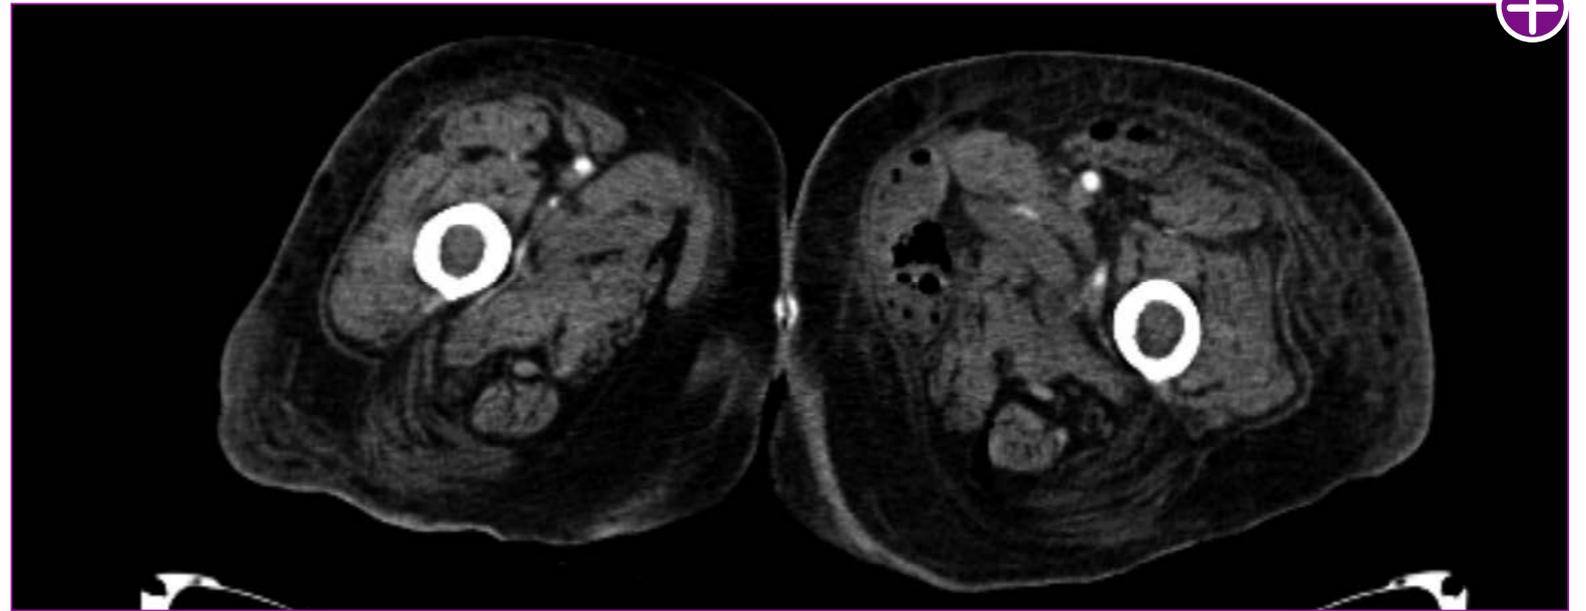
TC musculo-esquelético que muestra extensa colección abscesificada en compartimento medial del muslo izquierdo.
